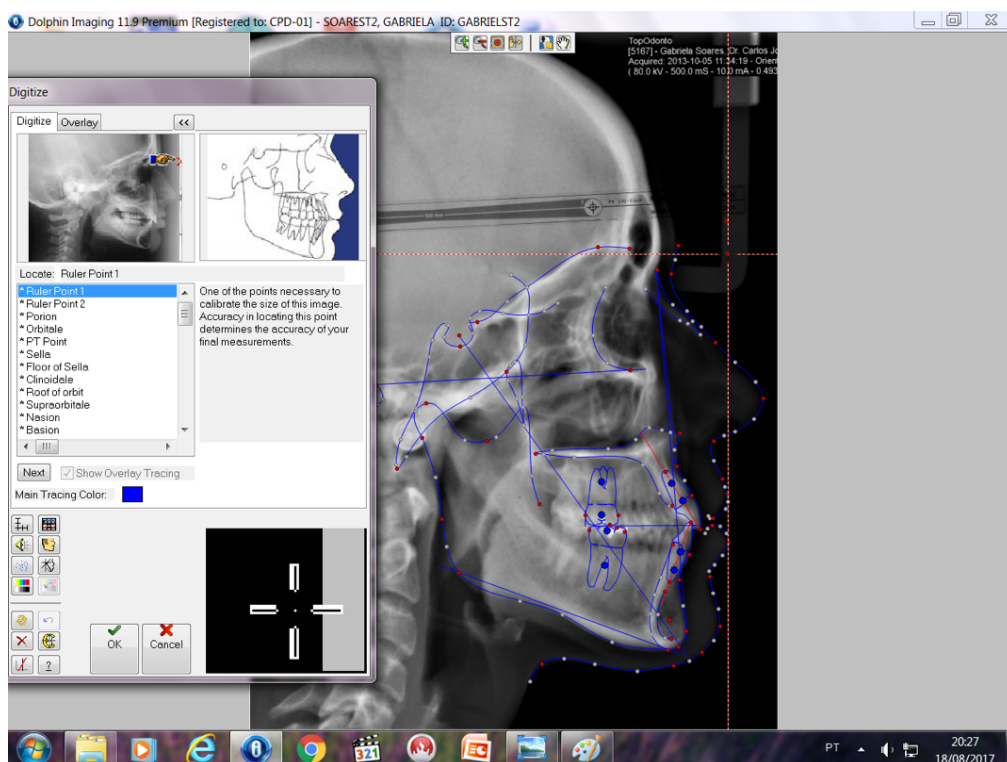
Telerradiografia exibindo os pontos demarcados, cefalograma e traçado correspondentes.
